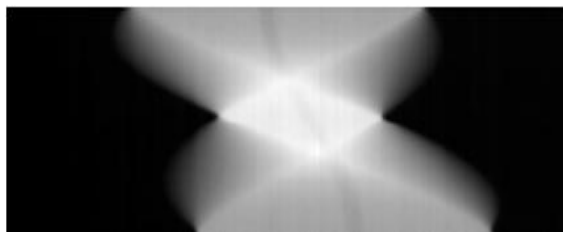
Sinograma de uma tomografia 2D por raios-X -original [4].
